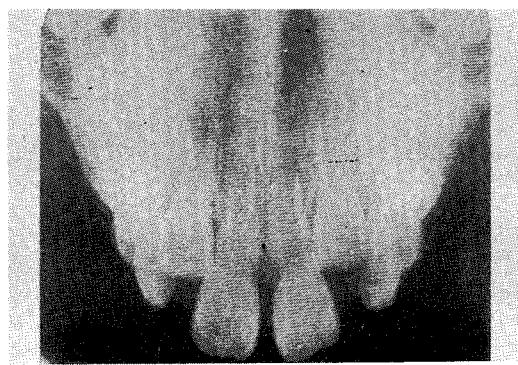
<증례3> 치료전 교합방사선 사진
